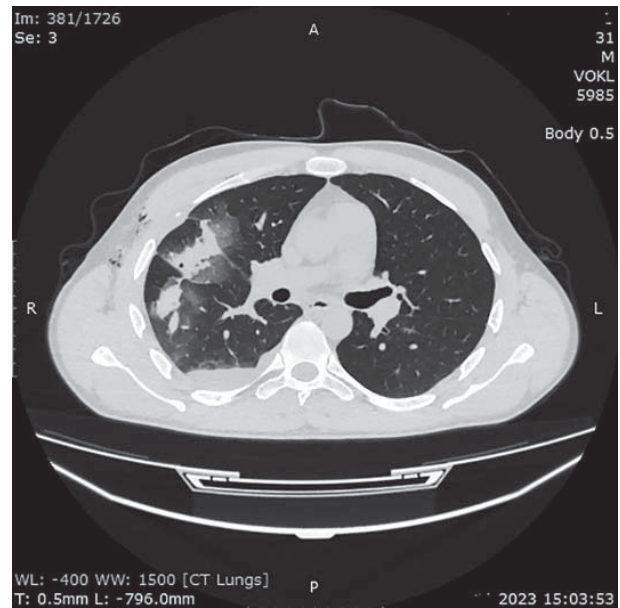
КТ ОГК на 7 добу захворювання
